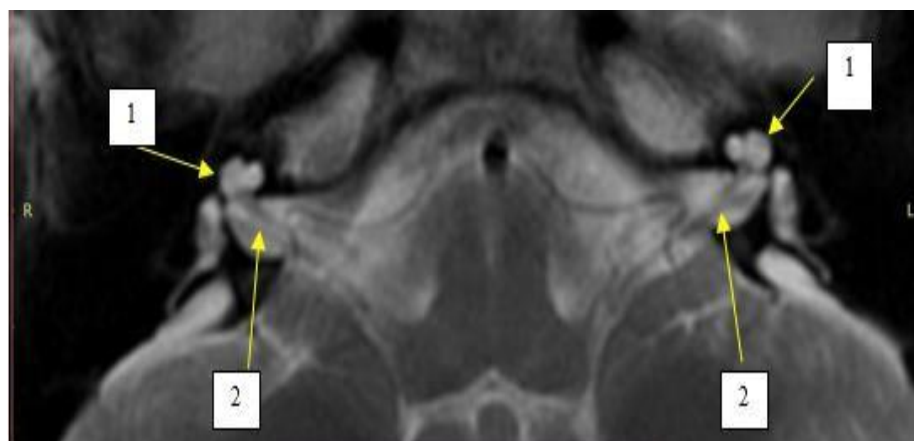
МР-томограмма головного мозга пациентки Л.: органических изменений не выявлено; определяется аномалия улитки в виде неполного разделения II типа (1); внутренний слуховой проход (2)
